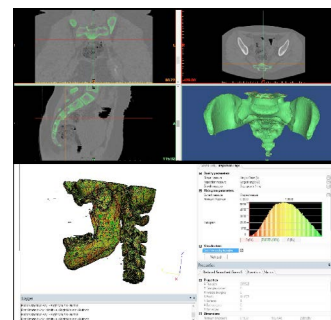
En la parte superior se muestra las tomografías del coxis en el programa Mimics, en la parte inferior se puede observar los máxilas en 3-Matics.
